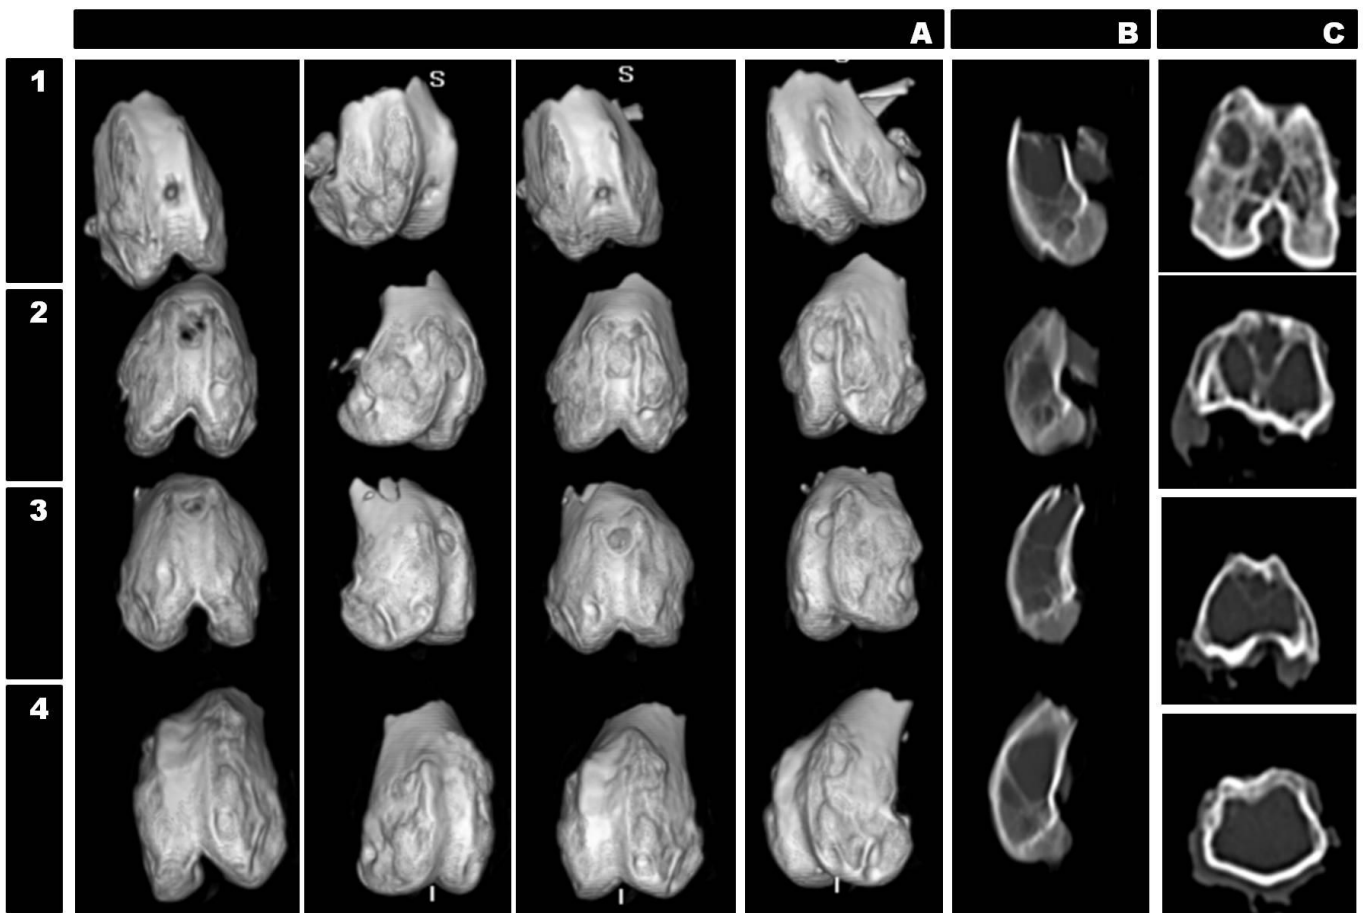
Análisis de TAC tanto del grupo control como el de casos.
